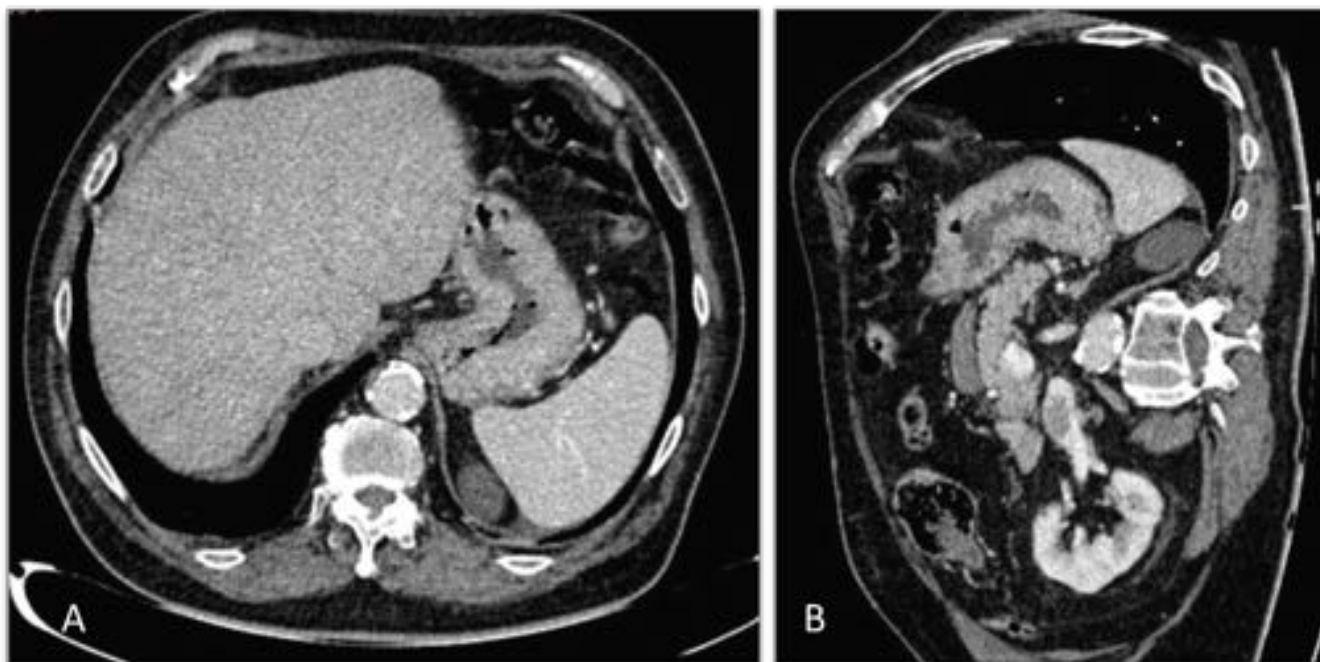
Varón de 85 años. TC abdominopélvica con contraste intravenoso en plano axial (A) y reconstrucción en plano coronal (B). Engrosamiento circunferencial y difuso de las paredes gástricas. No
